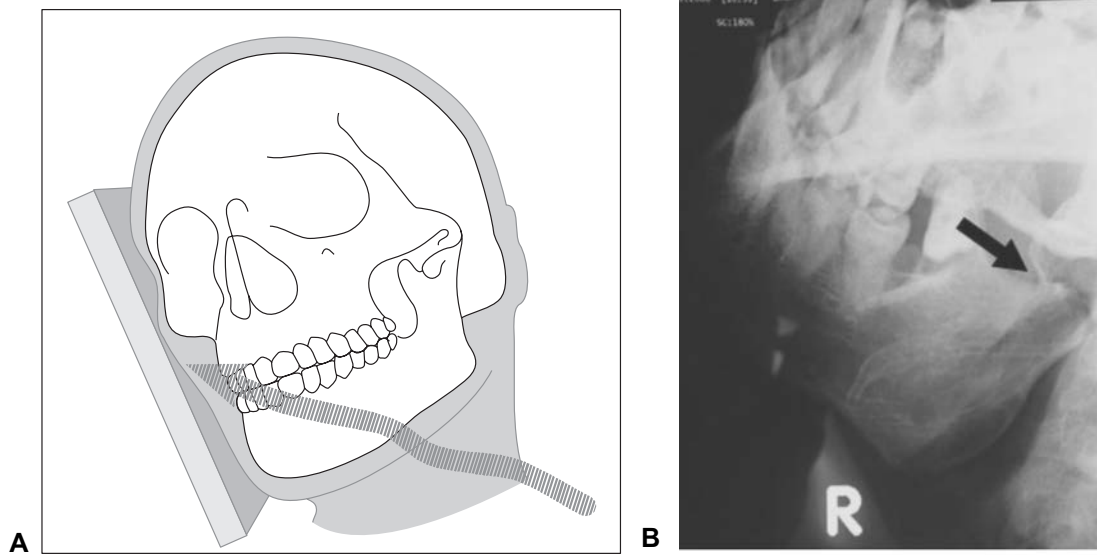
Posicionamiento requerido para llevar a cabo la técnica lateral oblicua (A). Radiografía lateral oblicua que muestra parte del cuerpo mandibular, la rama ascendente de la misma, y el cuello del cóndilo, en el que se observa una fractura (B).
